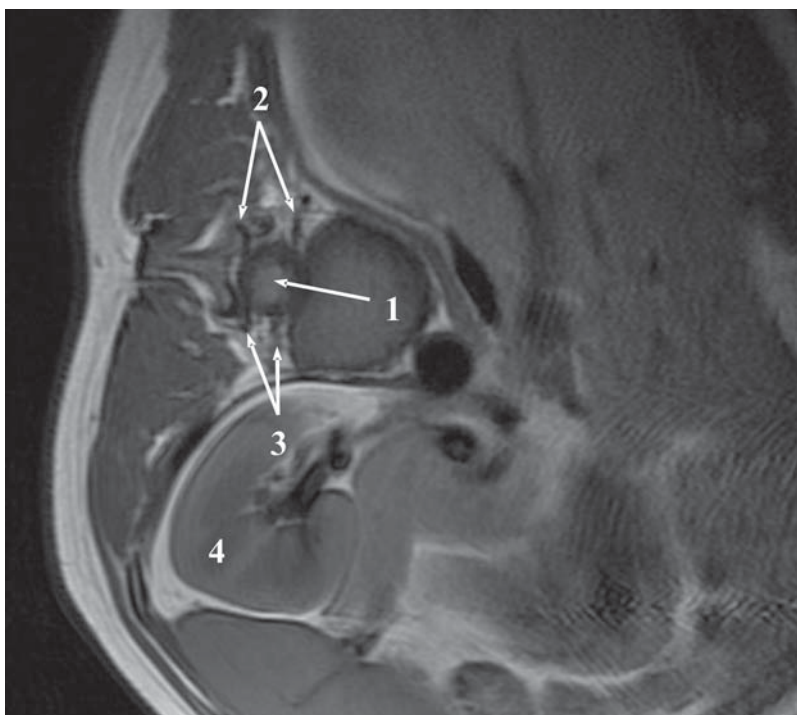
МР-томография нижнегрудного отдела позвоночника при функциональной спиральной деформации позвоночника, зона нижнего нейтрального грудного позвонка, уровень межпозвонковых отверстий; аксиальное T_1 -взвешенное изображение:
